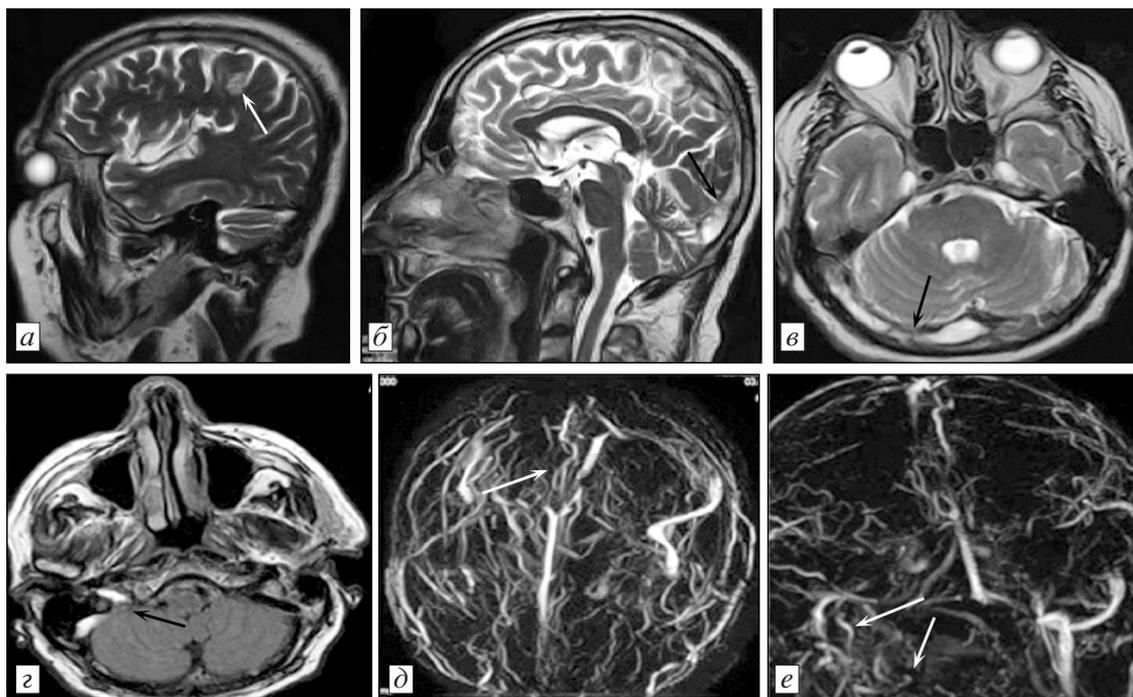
Контрольные МР-томограммы пациента А., 65 лет, от 26.02.2015 г.
